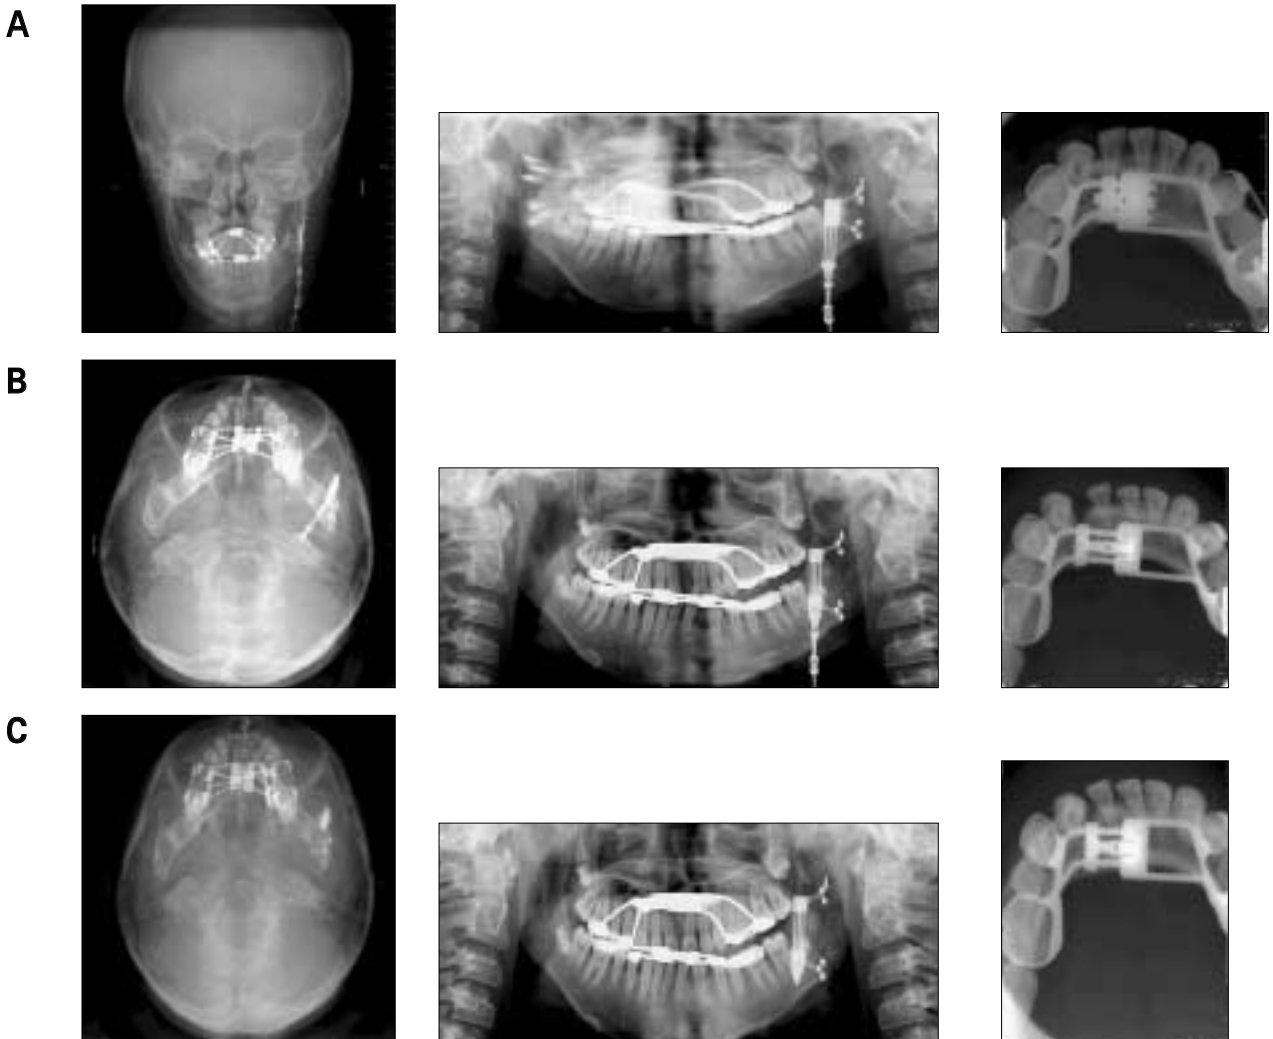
Radiograph : A. Postoperative 1 day, B. Activation 10 days, C. Consolidation 10 weeks
